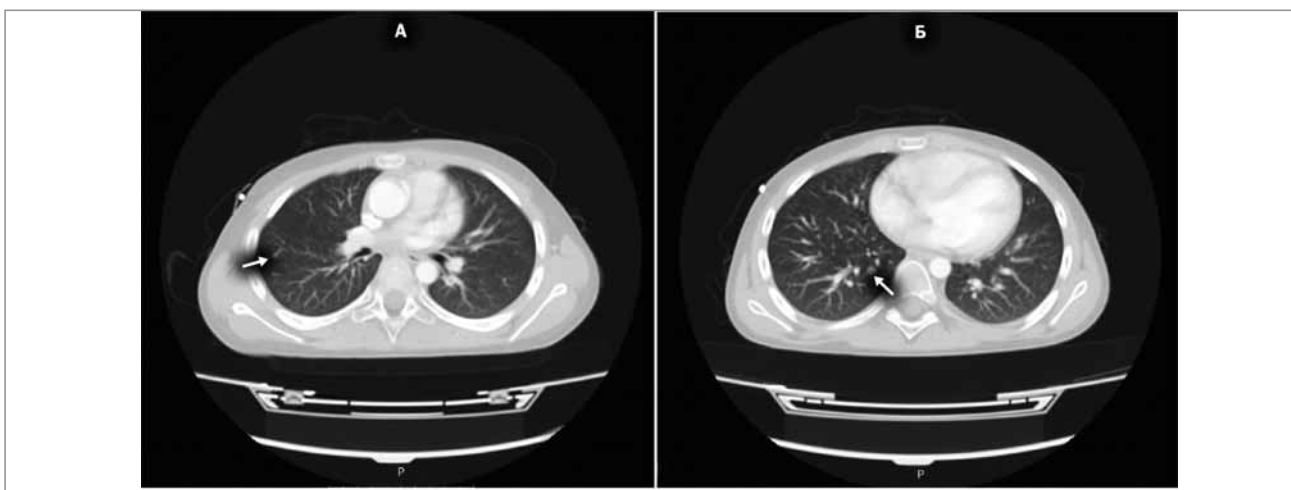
Мікотичне ураження паренхіми легень, КТ №1 від 11.06.2018 р.
